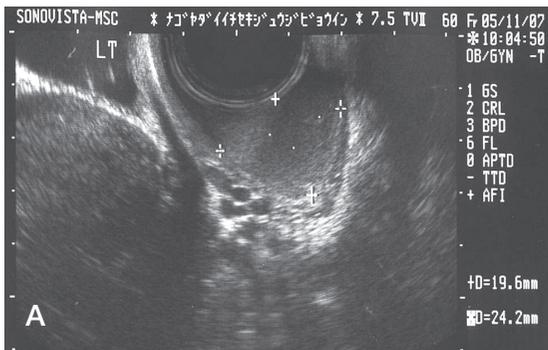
症例1の超音波所見(A)および手術方法(B)
